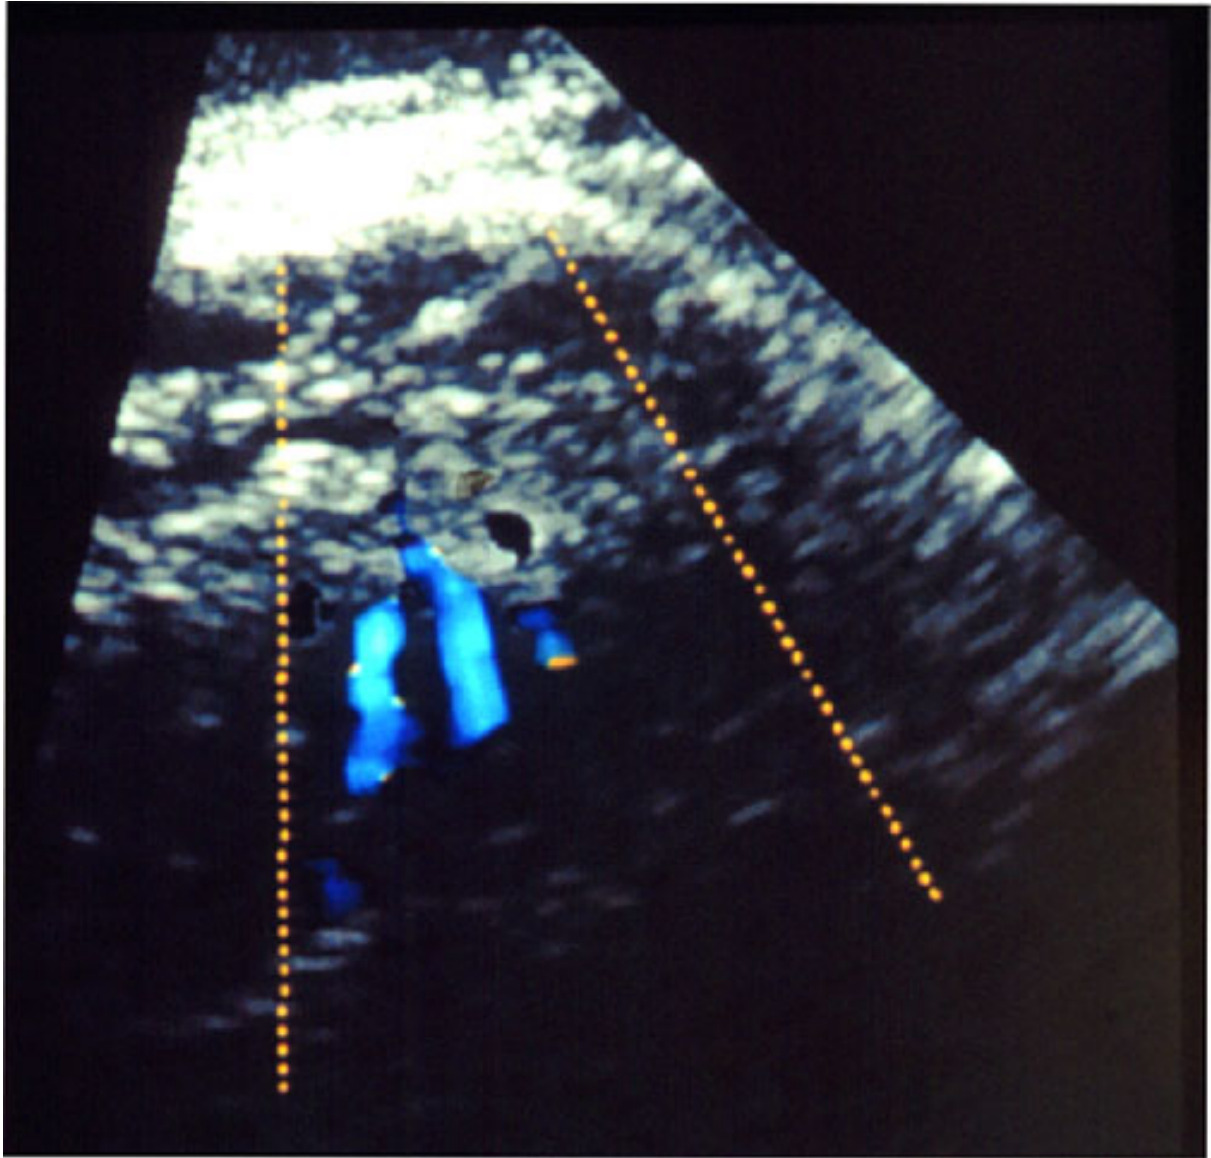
Dopplerechokardiographische Darstellung des linken Ventrikels bei einem Patienten 6 Monate nach TMLR. Bei den beiden blauen, senkrecht zur Herzoberfläche verlaufenden Strukturen könnte es sich möglicherweise um TMLR-Kanäle handeln.
